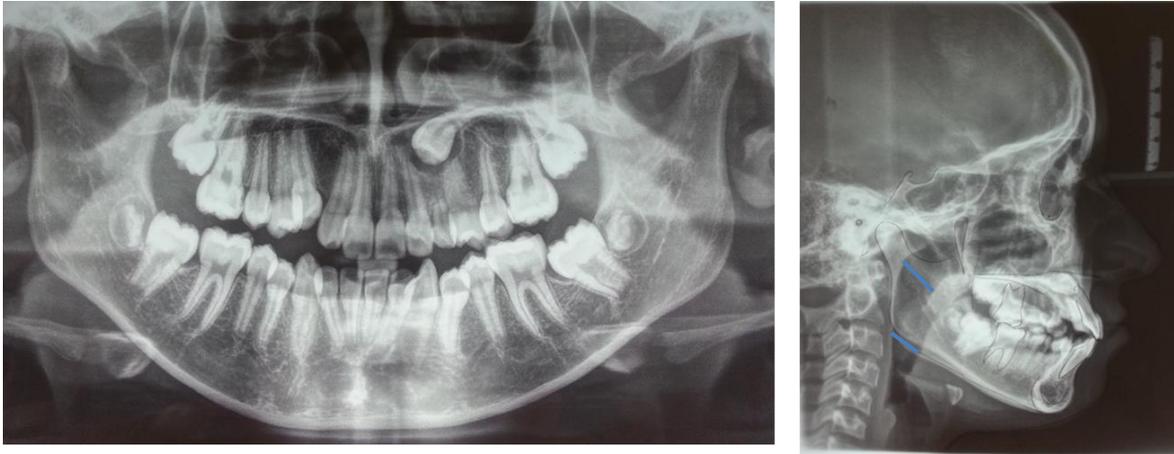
Ortopantomografía y lateral de cráneo.
